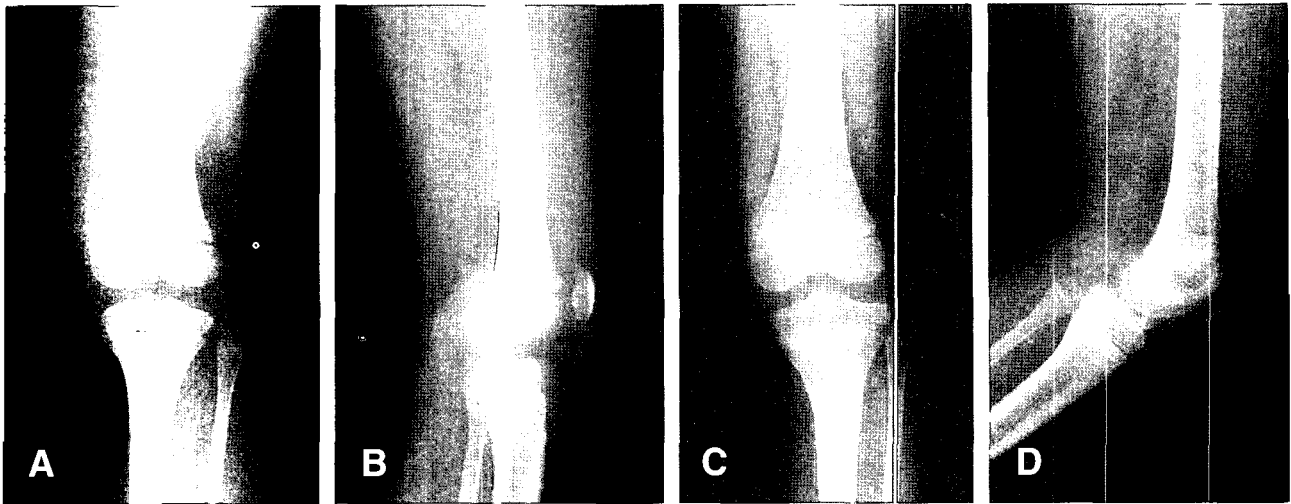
X-ray films show the type III tibial spine fractures in case No. 1. (A) preoperative AP view, (B) preoperative lateral view, (C) last follow-up AP view, (D) last follow-up lateral view. In follow-up films, the fracture healed with well maintained state.
